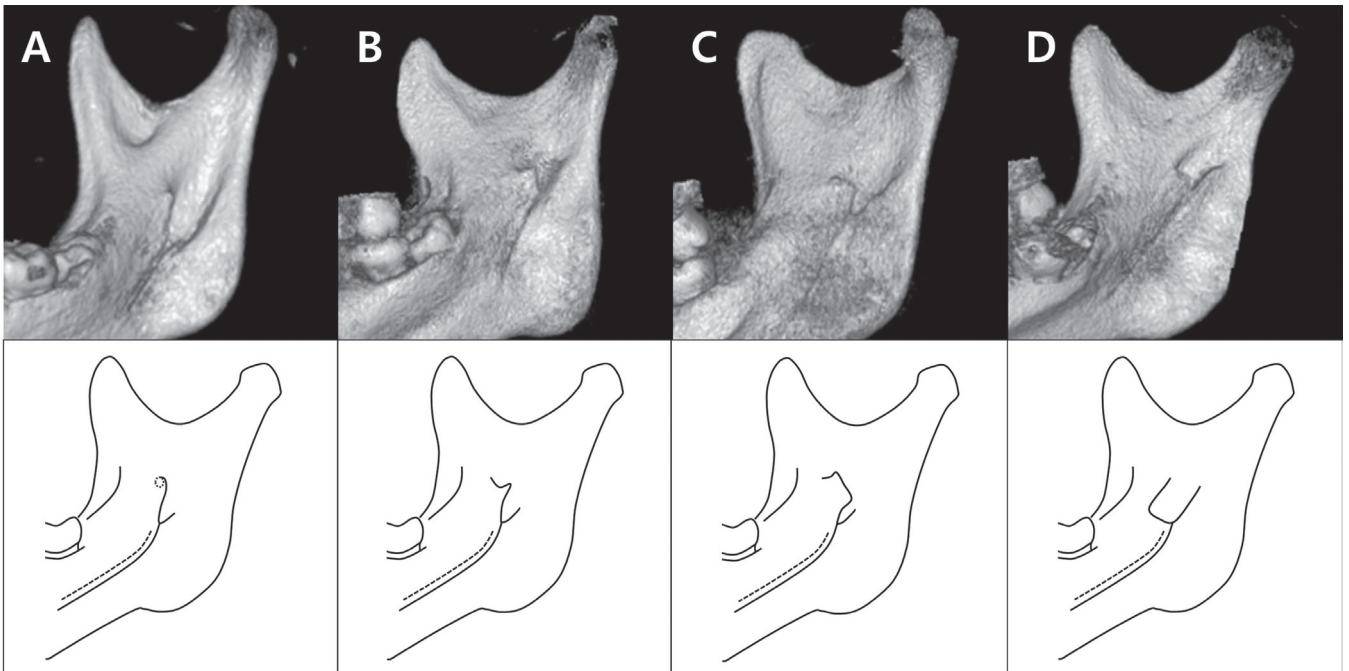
The shapes of the lingula are classified into 4 types on CBCT images. (A) Nodular. (B) Triangular. (C) Truncated. (D) Assimilated.
